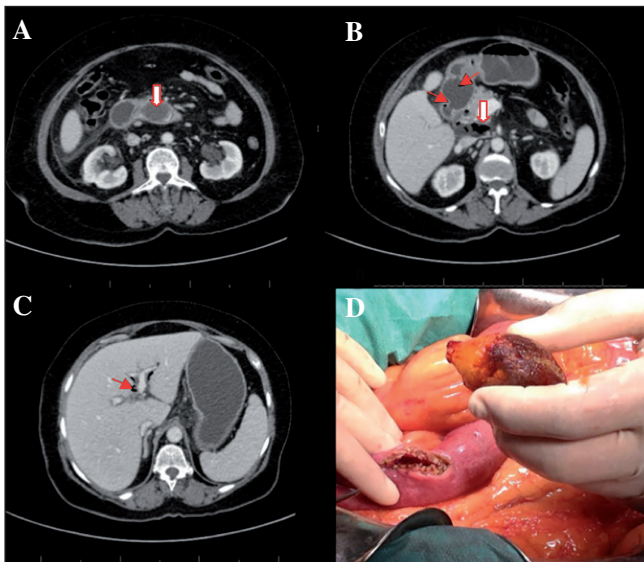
A. TAC con contraste que muestra la litiasis parcialmente calcificada en la tercera porción duodenal (flecha blanca). B. Posible punto de fistulización entre el infundíbulo vesicular y la primera porción duodenal (flecha roja), importante dilatación retrógrada del duodeno (punta de flecha) y retroneumoperitoneo (flecha blanca). C. Aerobilia de predominio el lóbulo hepático izquierdo (flecha roja). D. Cálculo extraído por enterolitotomía.
